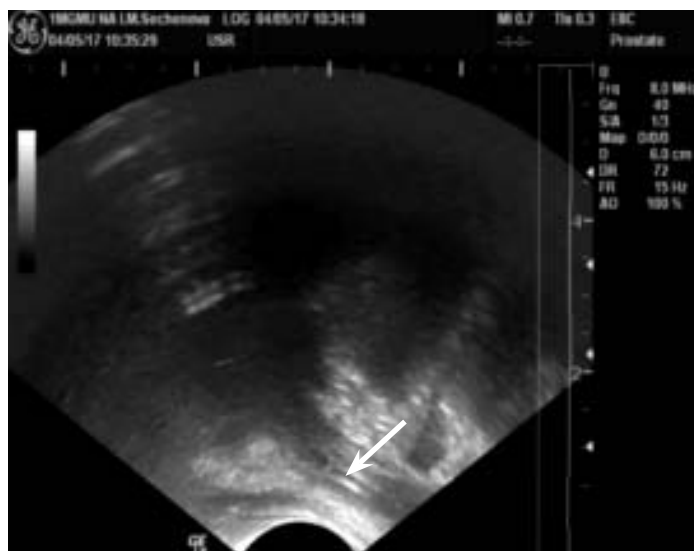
ТРУЗИ. В области пузырно-уретрального анастомоза и мембранозной части уретры определяется двухконтурная тень мочеочниково-го стента (указан стрелкой).
